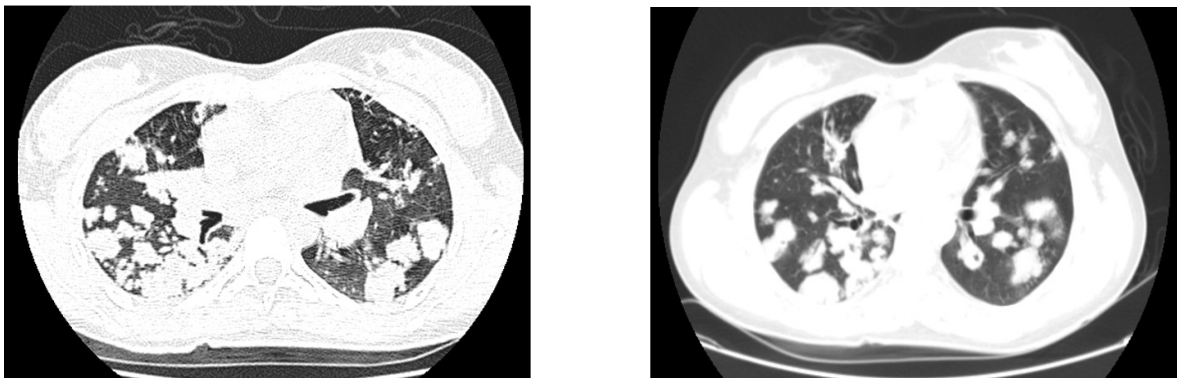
Tomografías de tórax con lesiones nodulares múltiples en ambos pulmones
